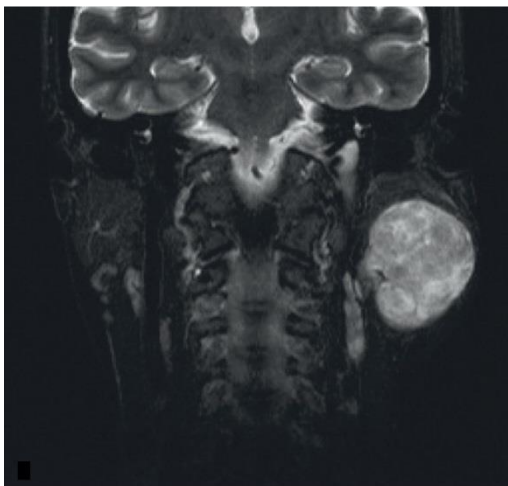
T2-gewichtetes MRT eines pleomorphen Adenoms links mit inhomogenem Kontrastmittel-Enhancement
